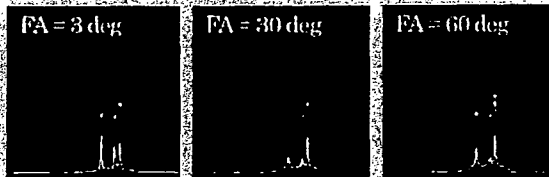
MRI image and projection data at various flip angles with the developed receiver coil in water
